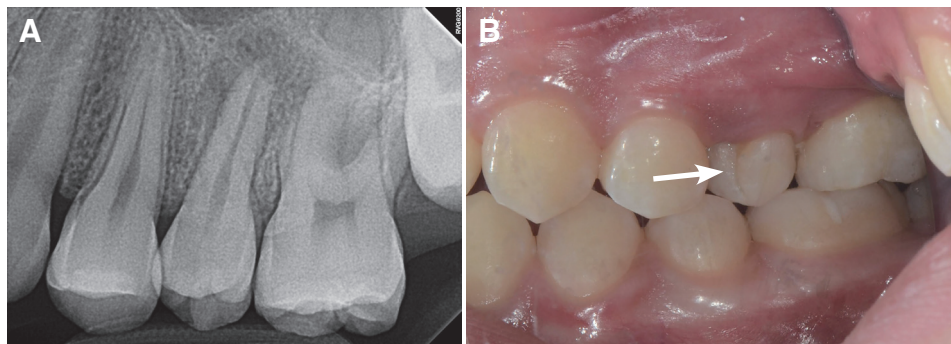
(A) Preoperative radiograph of maxillary left second premolar and maxillary left first molar, (B) Photograph of paramolar tubercles (arrow) on maxillary left second premolar.
